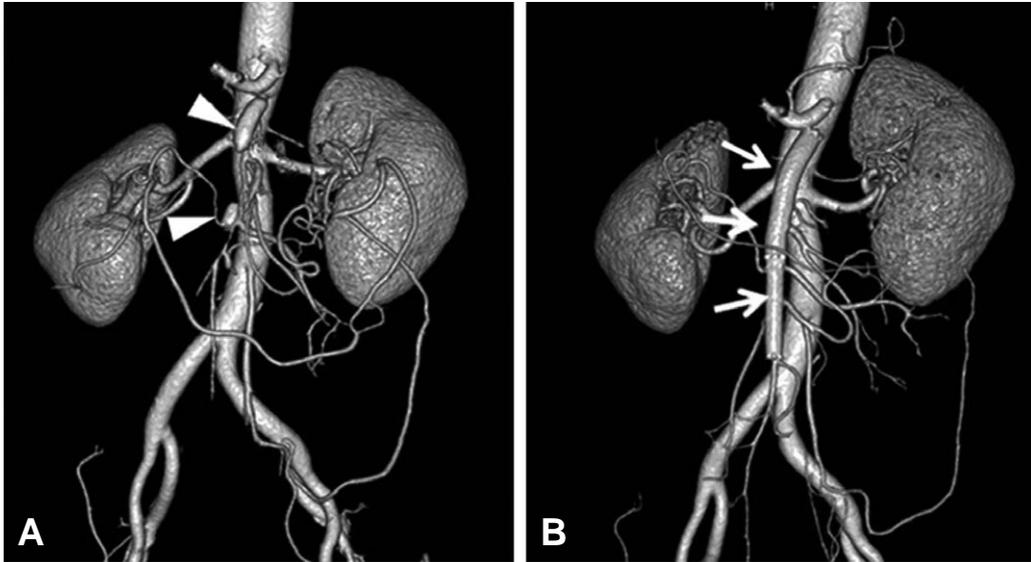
(A, B) Computed tomography (CT) angiogram on the first month after the accident (A). Two dissecting aneurysms (white arrows head) and a severe stenosis of the true lumen were seen in the superior mesenteric artery (SMA). CT angiogram on 3rd month after endovascular stent placement (B). Follow-up CT angiogram showed that the intraluminal self-expandable metallic stents were fully expanded in the SMA (white arrows) and all the branch arteries of the SMA were normally visualized.
